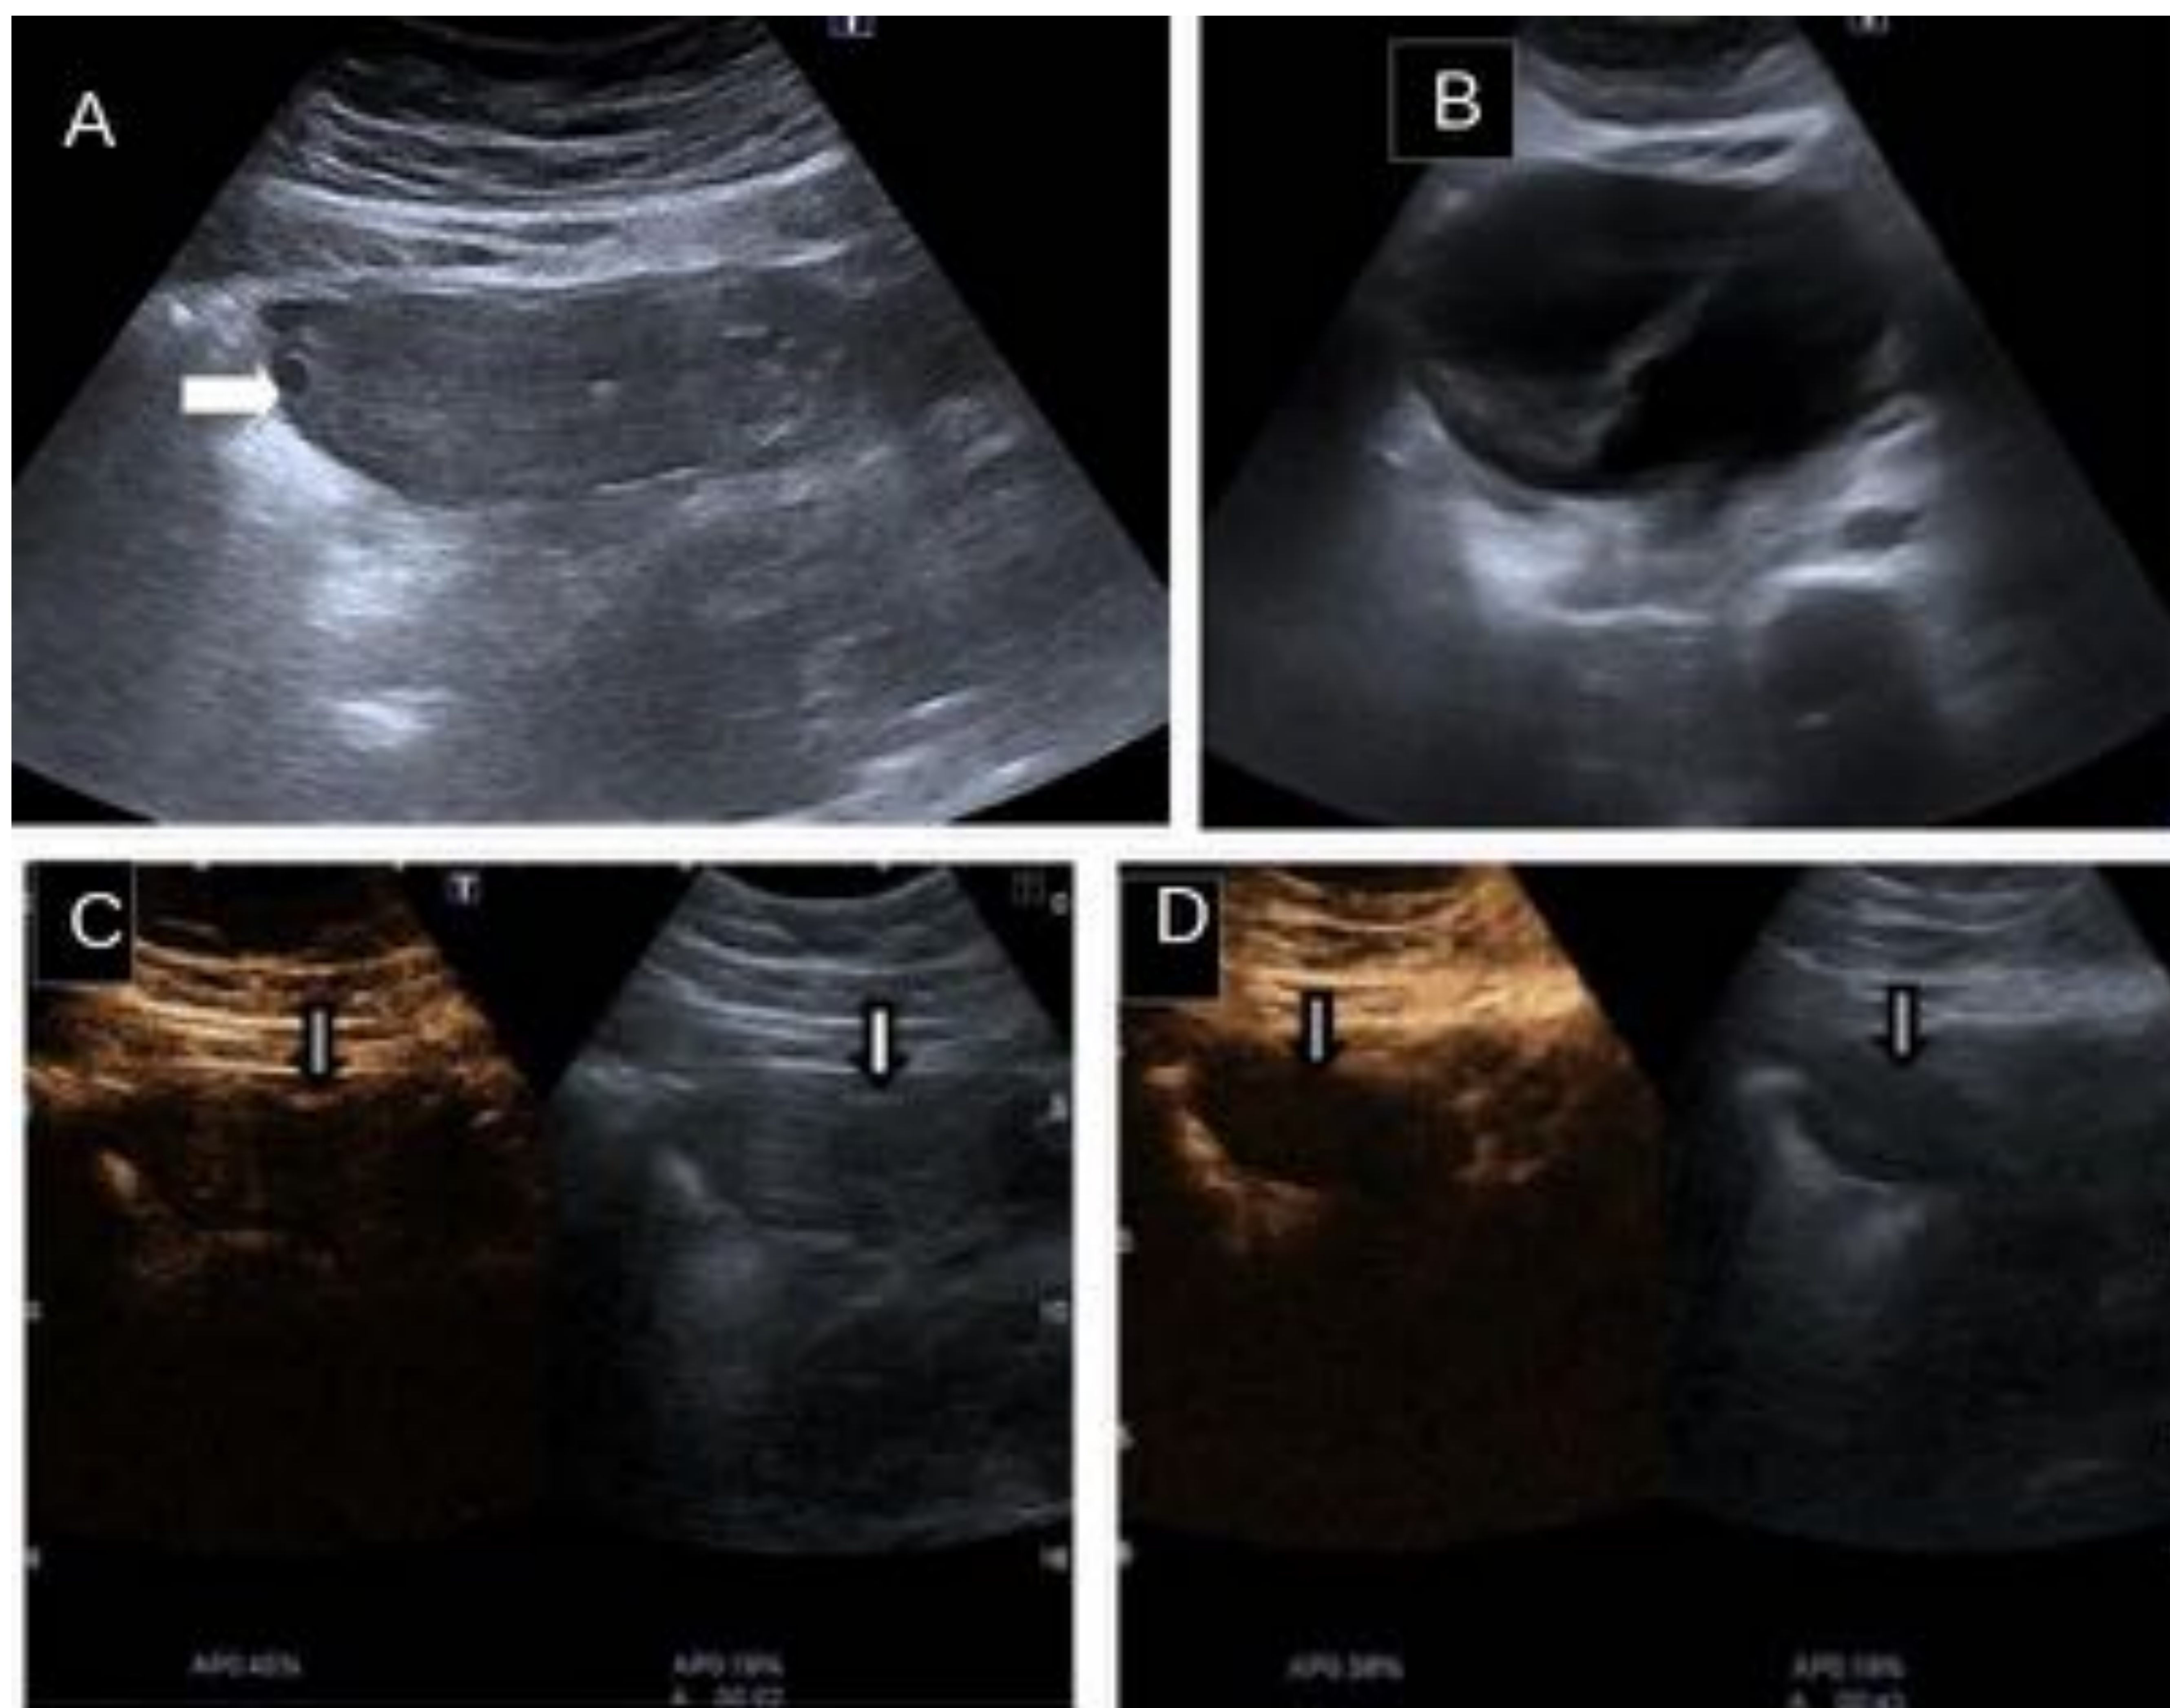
Mujer de 24 años con dolor en flanco derecho. A) Ecografía en modo B: Ovario de tamaño aumentado y con presencia de folículos periféricos (flechas), por probable torsión. B) Quiste simple adyacente al ovario, de 12 cm y con un septo fino en su interior. C) Ecografía con contraste a los 2 y D) a los 45 segundos: no se objetiva realce, hallazgo compatible con torsión ovárica (flechas). En la cirugía se observa ovario derecho y trompa derecha torsionados (3 vueltas). Tras detorsión manual se recupera de forma parcial la coloración del ovario por lo que no se reseca. Exéresis del quiste.
